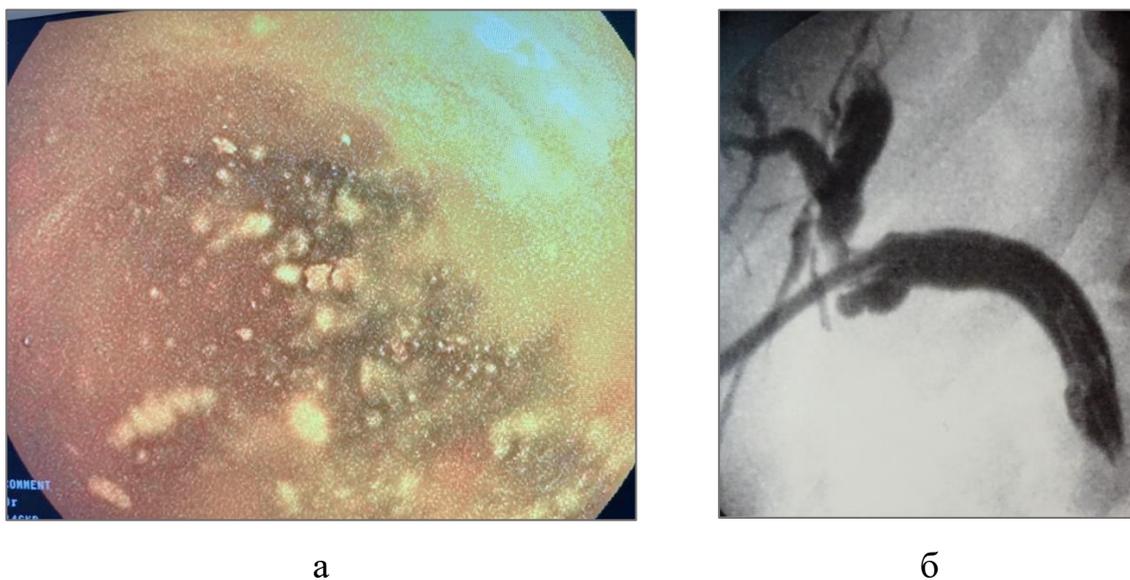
Стеноз ампулярного отдела холедоха: а – эндософото; стеноз ампулярного отдела холедоха; в просвете холедоха билиарный сладж и взвесь фибрина, затрудняющие осмотр (оценка эндоскопической картины в комплексе с рентгенологическими данными); б – чресфистульная холангиография у данного пациента
